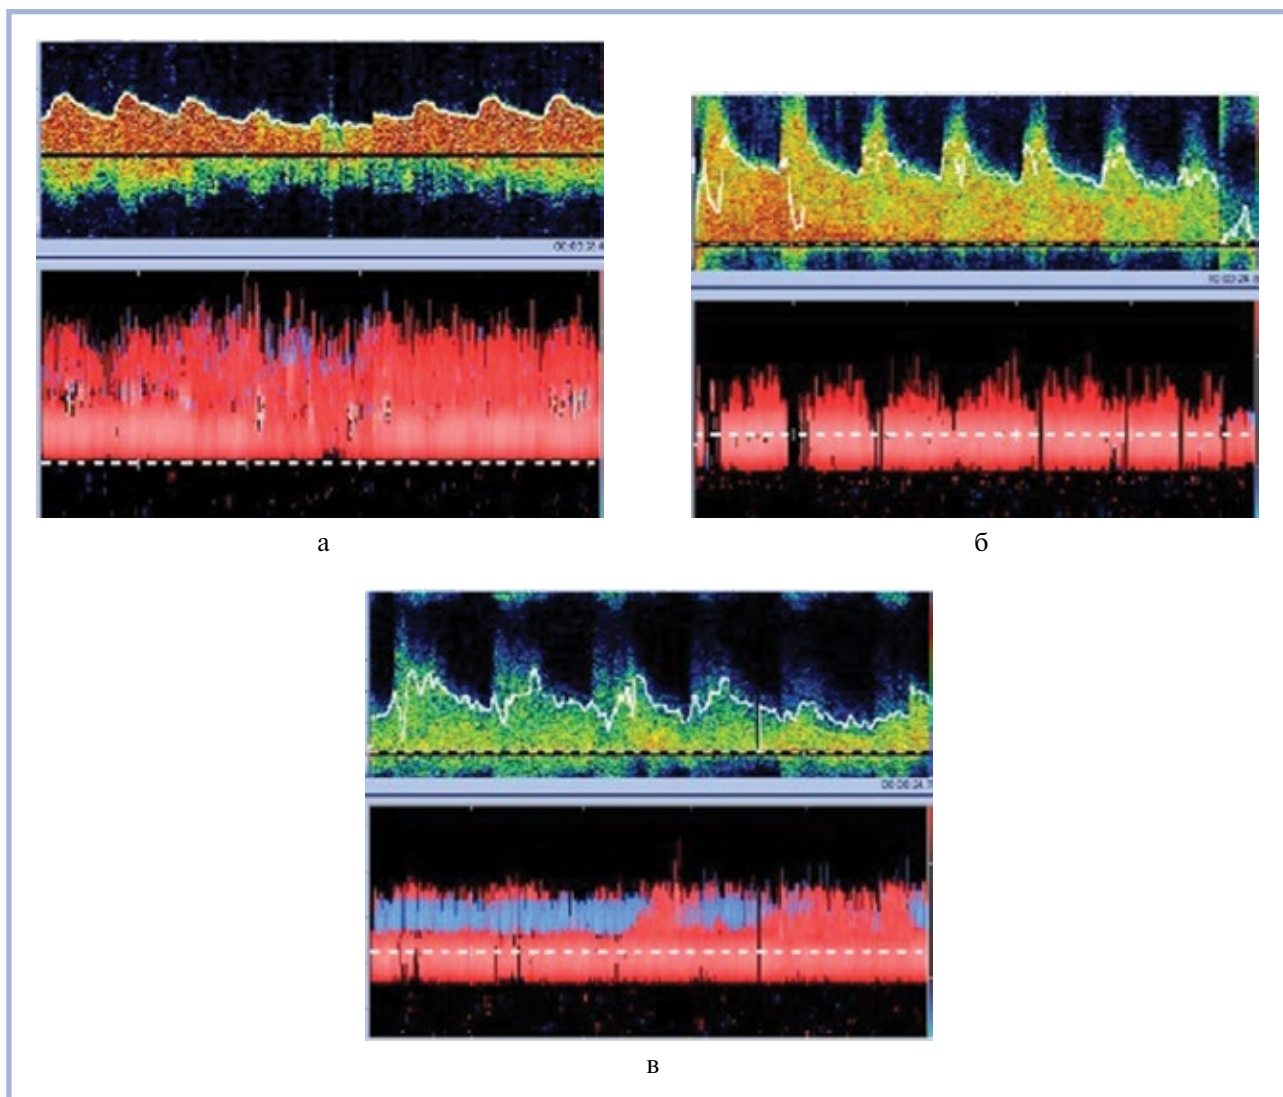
Локальная гемодинамика у пациента с окклюзией сонной артерии до и после ЭИКМА — высокий риск развития синдрома локальной гиперперфузии.
